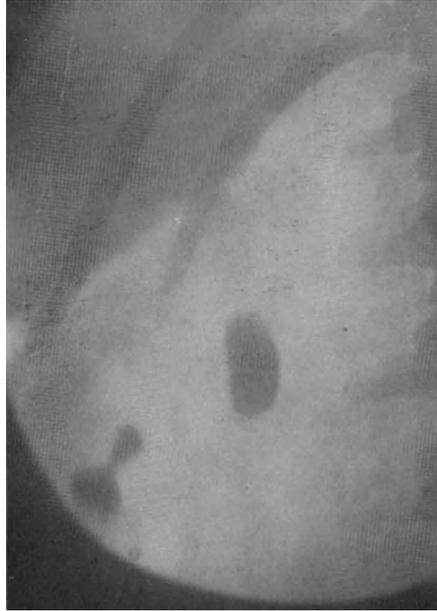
Röntgenbild. Nierenbeckenharnleiterstein und flaschenförmiger Kelchstein.
